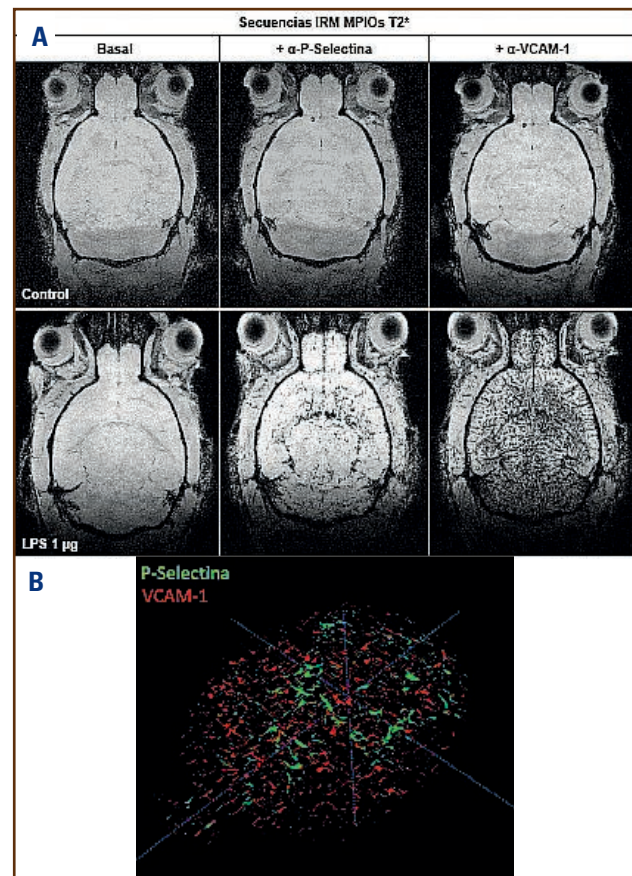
Secuencias IRM MPIOs (T2*) 24 h tras la inyección de LPS (1 μg) o PBS (Control) en el ventrículo lateral derecho. A. Imágenes antes (Basal) y tras la inyección de MPIOs (300 μL) conjugadas con P-Selectina (20 $\mu\text{g}/\text{mg}$ MPIOs) y VCAM-1 (10 $\mu\text{g}/\text{mg}$ MPIOs). B. Reconstrucción en 3D de la señal positiva de P-Selectina (verde) y VCAM-1 (rojo).
